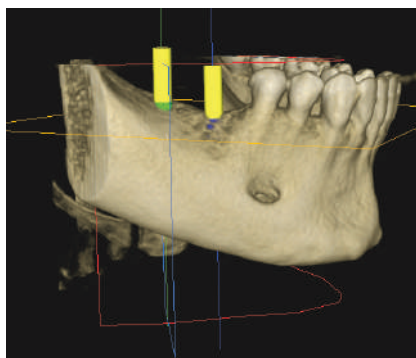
Examenul prin Computer Tomografie — se observă lipsa osului pe orizontală
